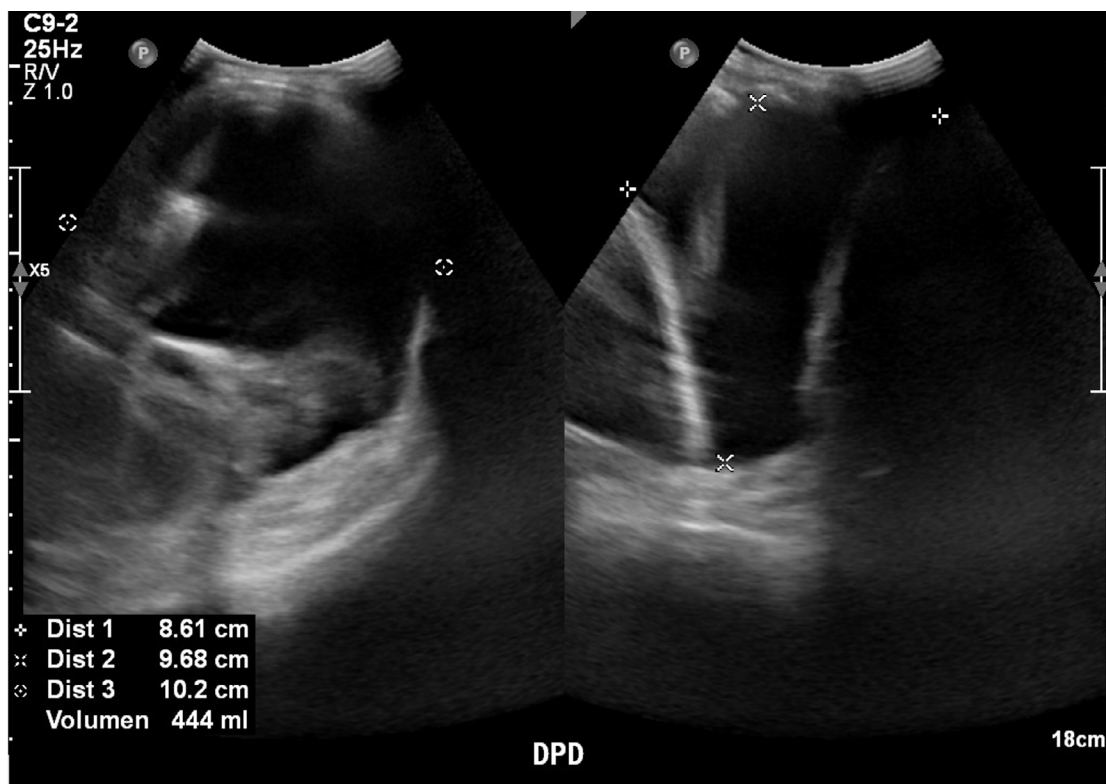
Ultrasonido Pleural. Descripción: Derrame pleural derecho con volumen 444cc, izquierdo con volumen 148cc. Conclusión: Derrame pleural bilateral
